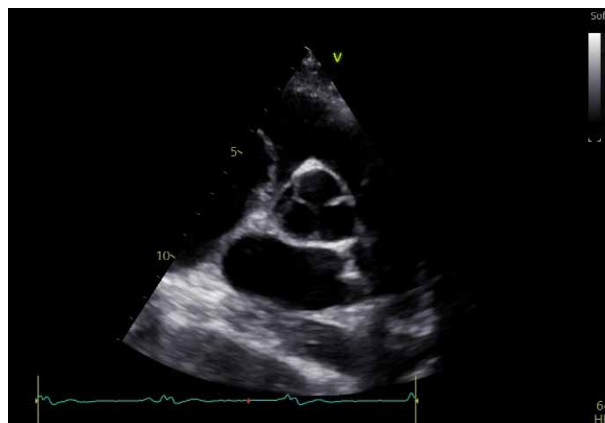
TTE, secțiune parasternal ax scurt la nivelul marilor vase.
